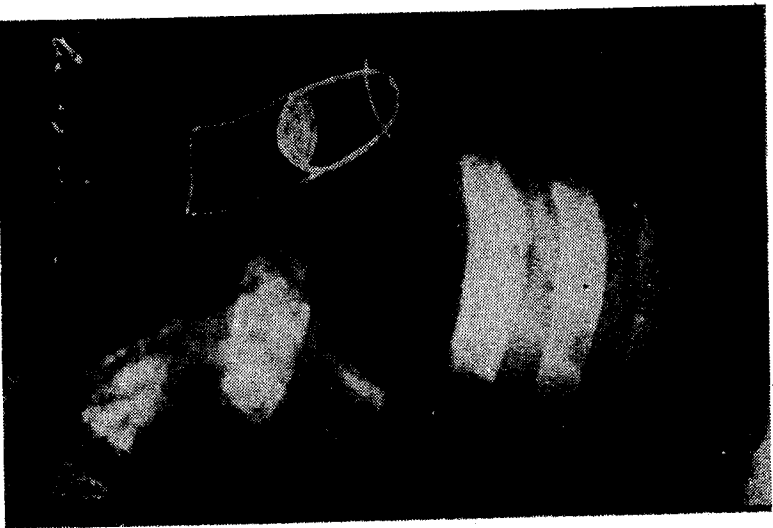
A — Radiografi e hemi-toraksit të majtë marrur në pozicion vertikal. Ciste ekinokokit plasur në bronke. Vihet në dukje palosja e membranës cistike në polin e poshtëm të kavitetit.
